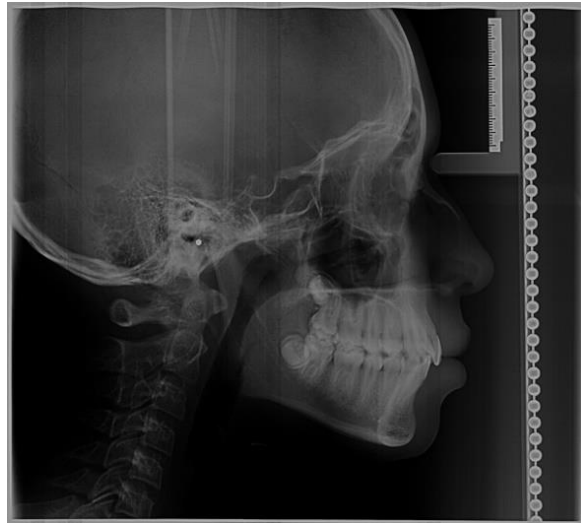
Radiografía Digital.
